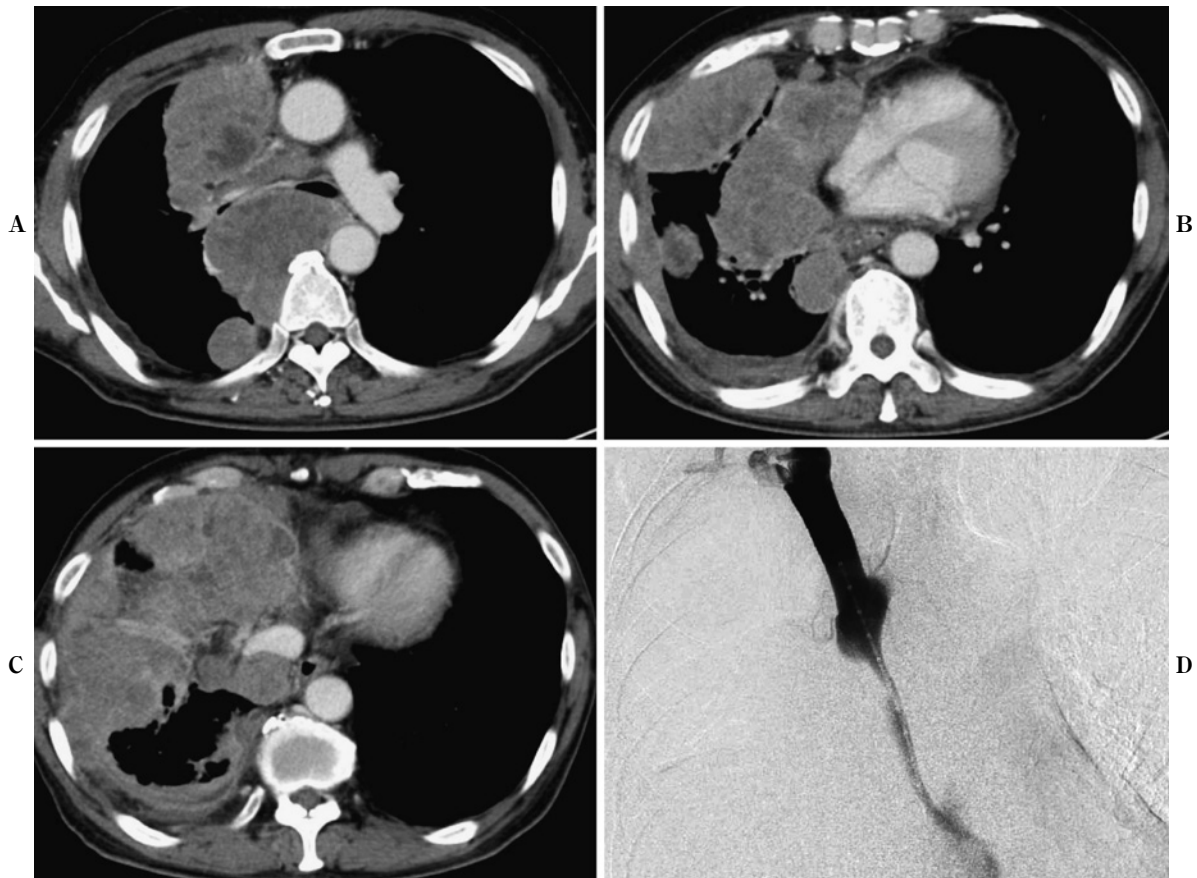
A thoracic CT scan obtained on admission (A, B, C) and an angiograph of the superior vena cava (D).
